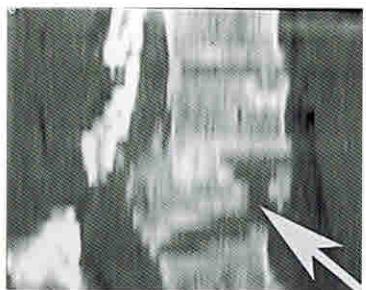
КТ грудного отдела позвоночника в боковой проекции. Многооскольчатый («взрывной») перелом  $T_{XII}$ . Стрелка указывает на диастаз между костными отломками тела сломанного  $T_{XII}$
